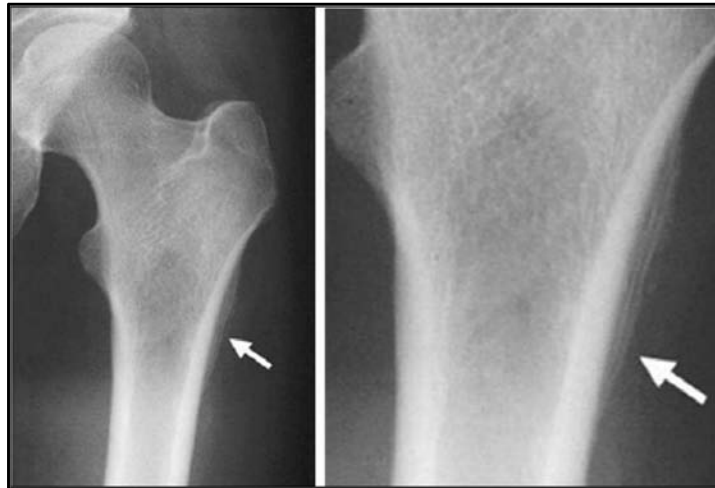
radiografía simple de ES en fémur proximal (izquierda) y ampliación detalle (derecha). Destaca la presencia de reacción perióstica en “capas de cebolla” (flecha) (106).
